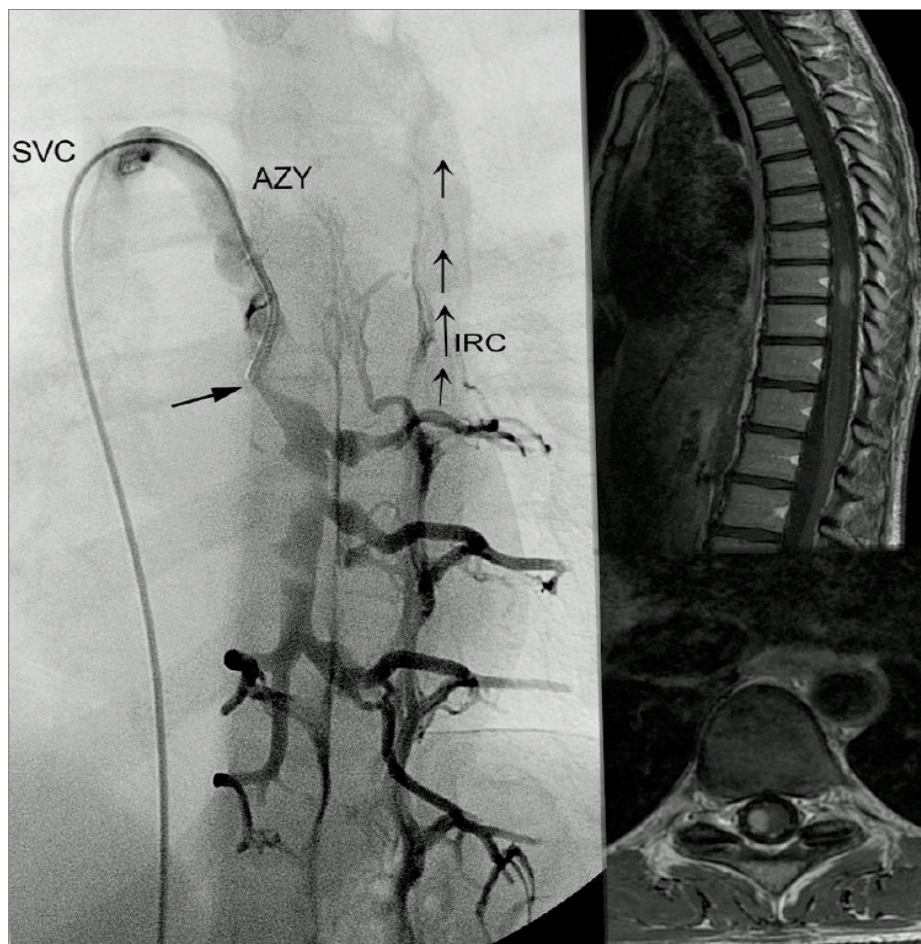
flebografia selettiva e RM in un caso di CDMS con pattern D di CCSVI.
